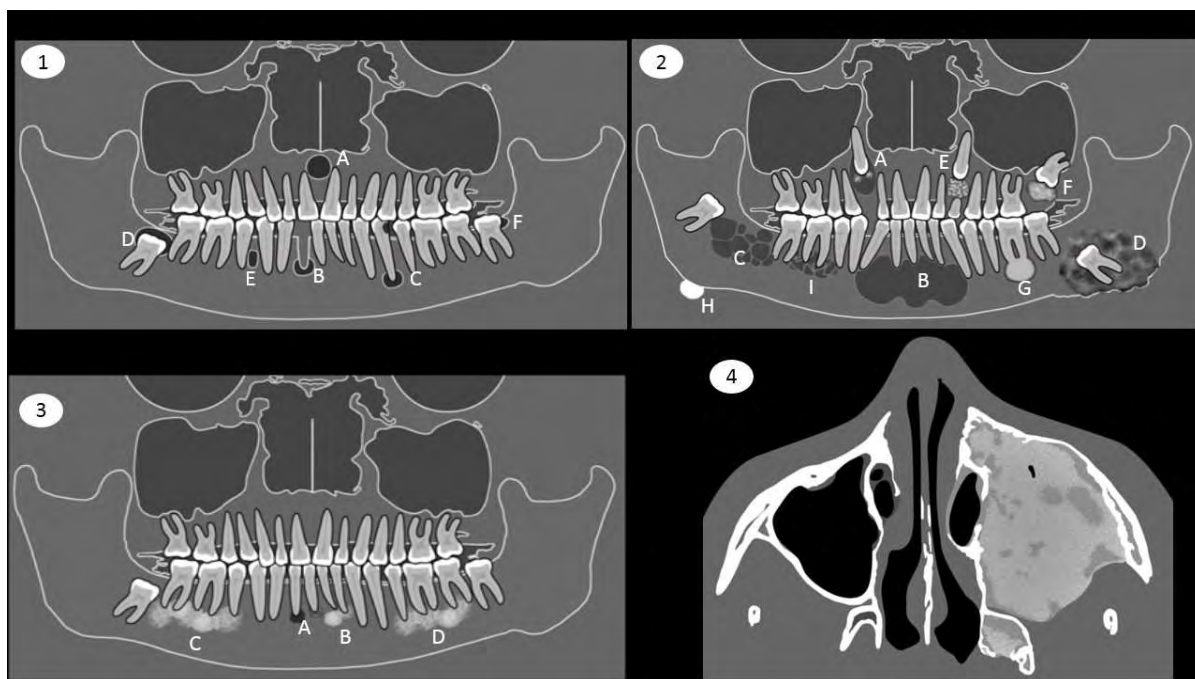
Zona 4: lesões dos maxilares. *Imagem 1:* a) cisto do ducto nasopalatino; b) cisto residual; c) cisto radicular; d) cisto dentífero; e) cisto periodontal lateral; f) cisto paradentário. *Imagem 2:* a) tumor odontogênico adenomatoide; b) tumor odontogênico queratocístico; c) ameloblastoma; d) tumor de Pindborg; e) odontoma composto; f) odontoma complexo; g) cementoblastoma; h) osteoma; i) mixoma. *Imagem 3:* displasia óssea periapical no seu estágio inicial (a); estágio intermediário (b); estágio avançado (c e d). *Imagem 4:* corte axial mostrando uma displasia fibrosa.
